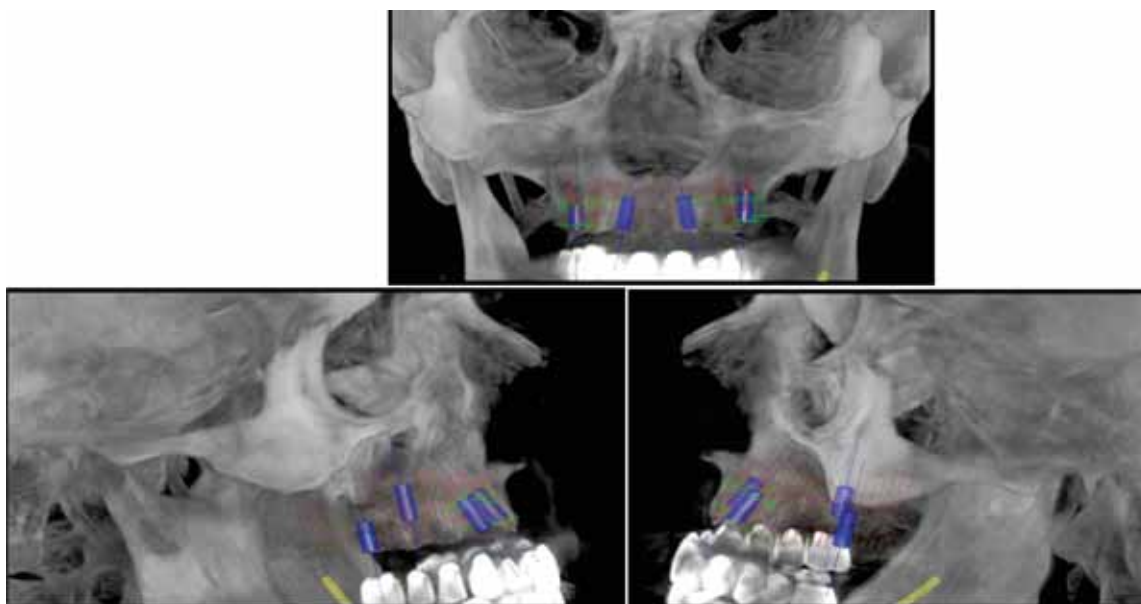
Simularea inserării implantelor pe CBCT cu protezele aplicate
